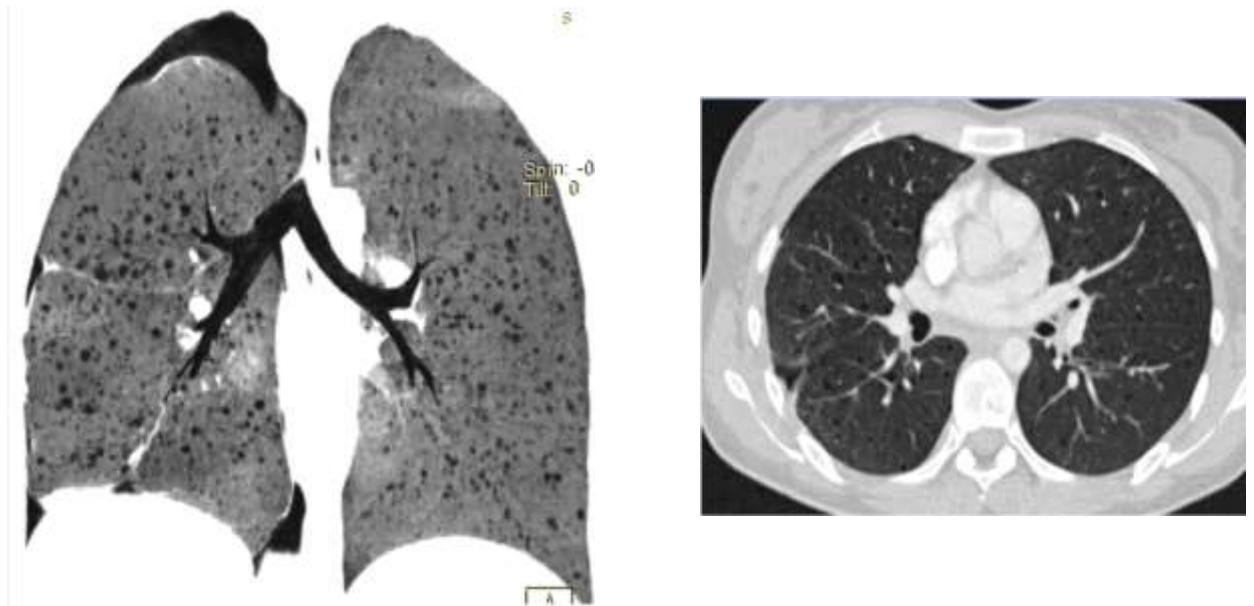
КТ картина легень в 2010 році у хворої з ЛАМ
